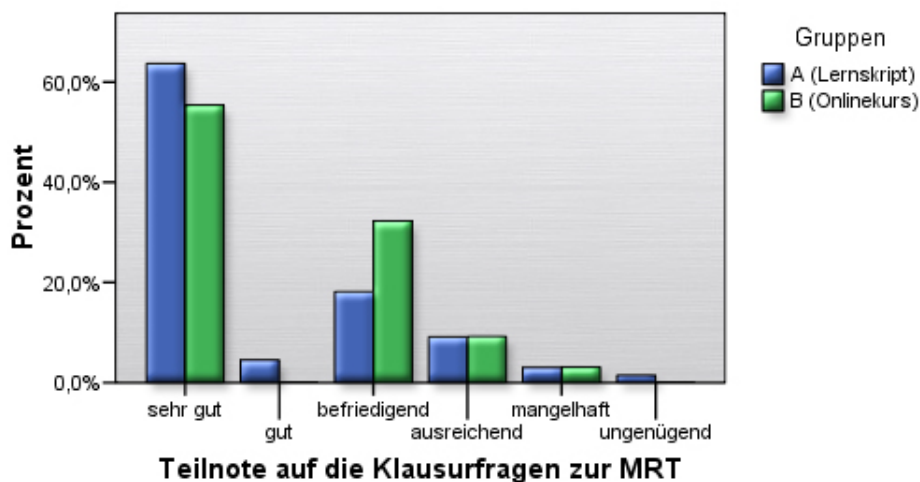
Teilergebnis der Klausurfragen zur MRT
